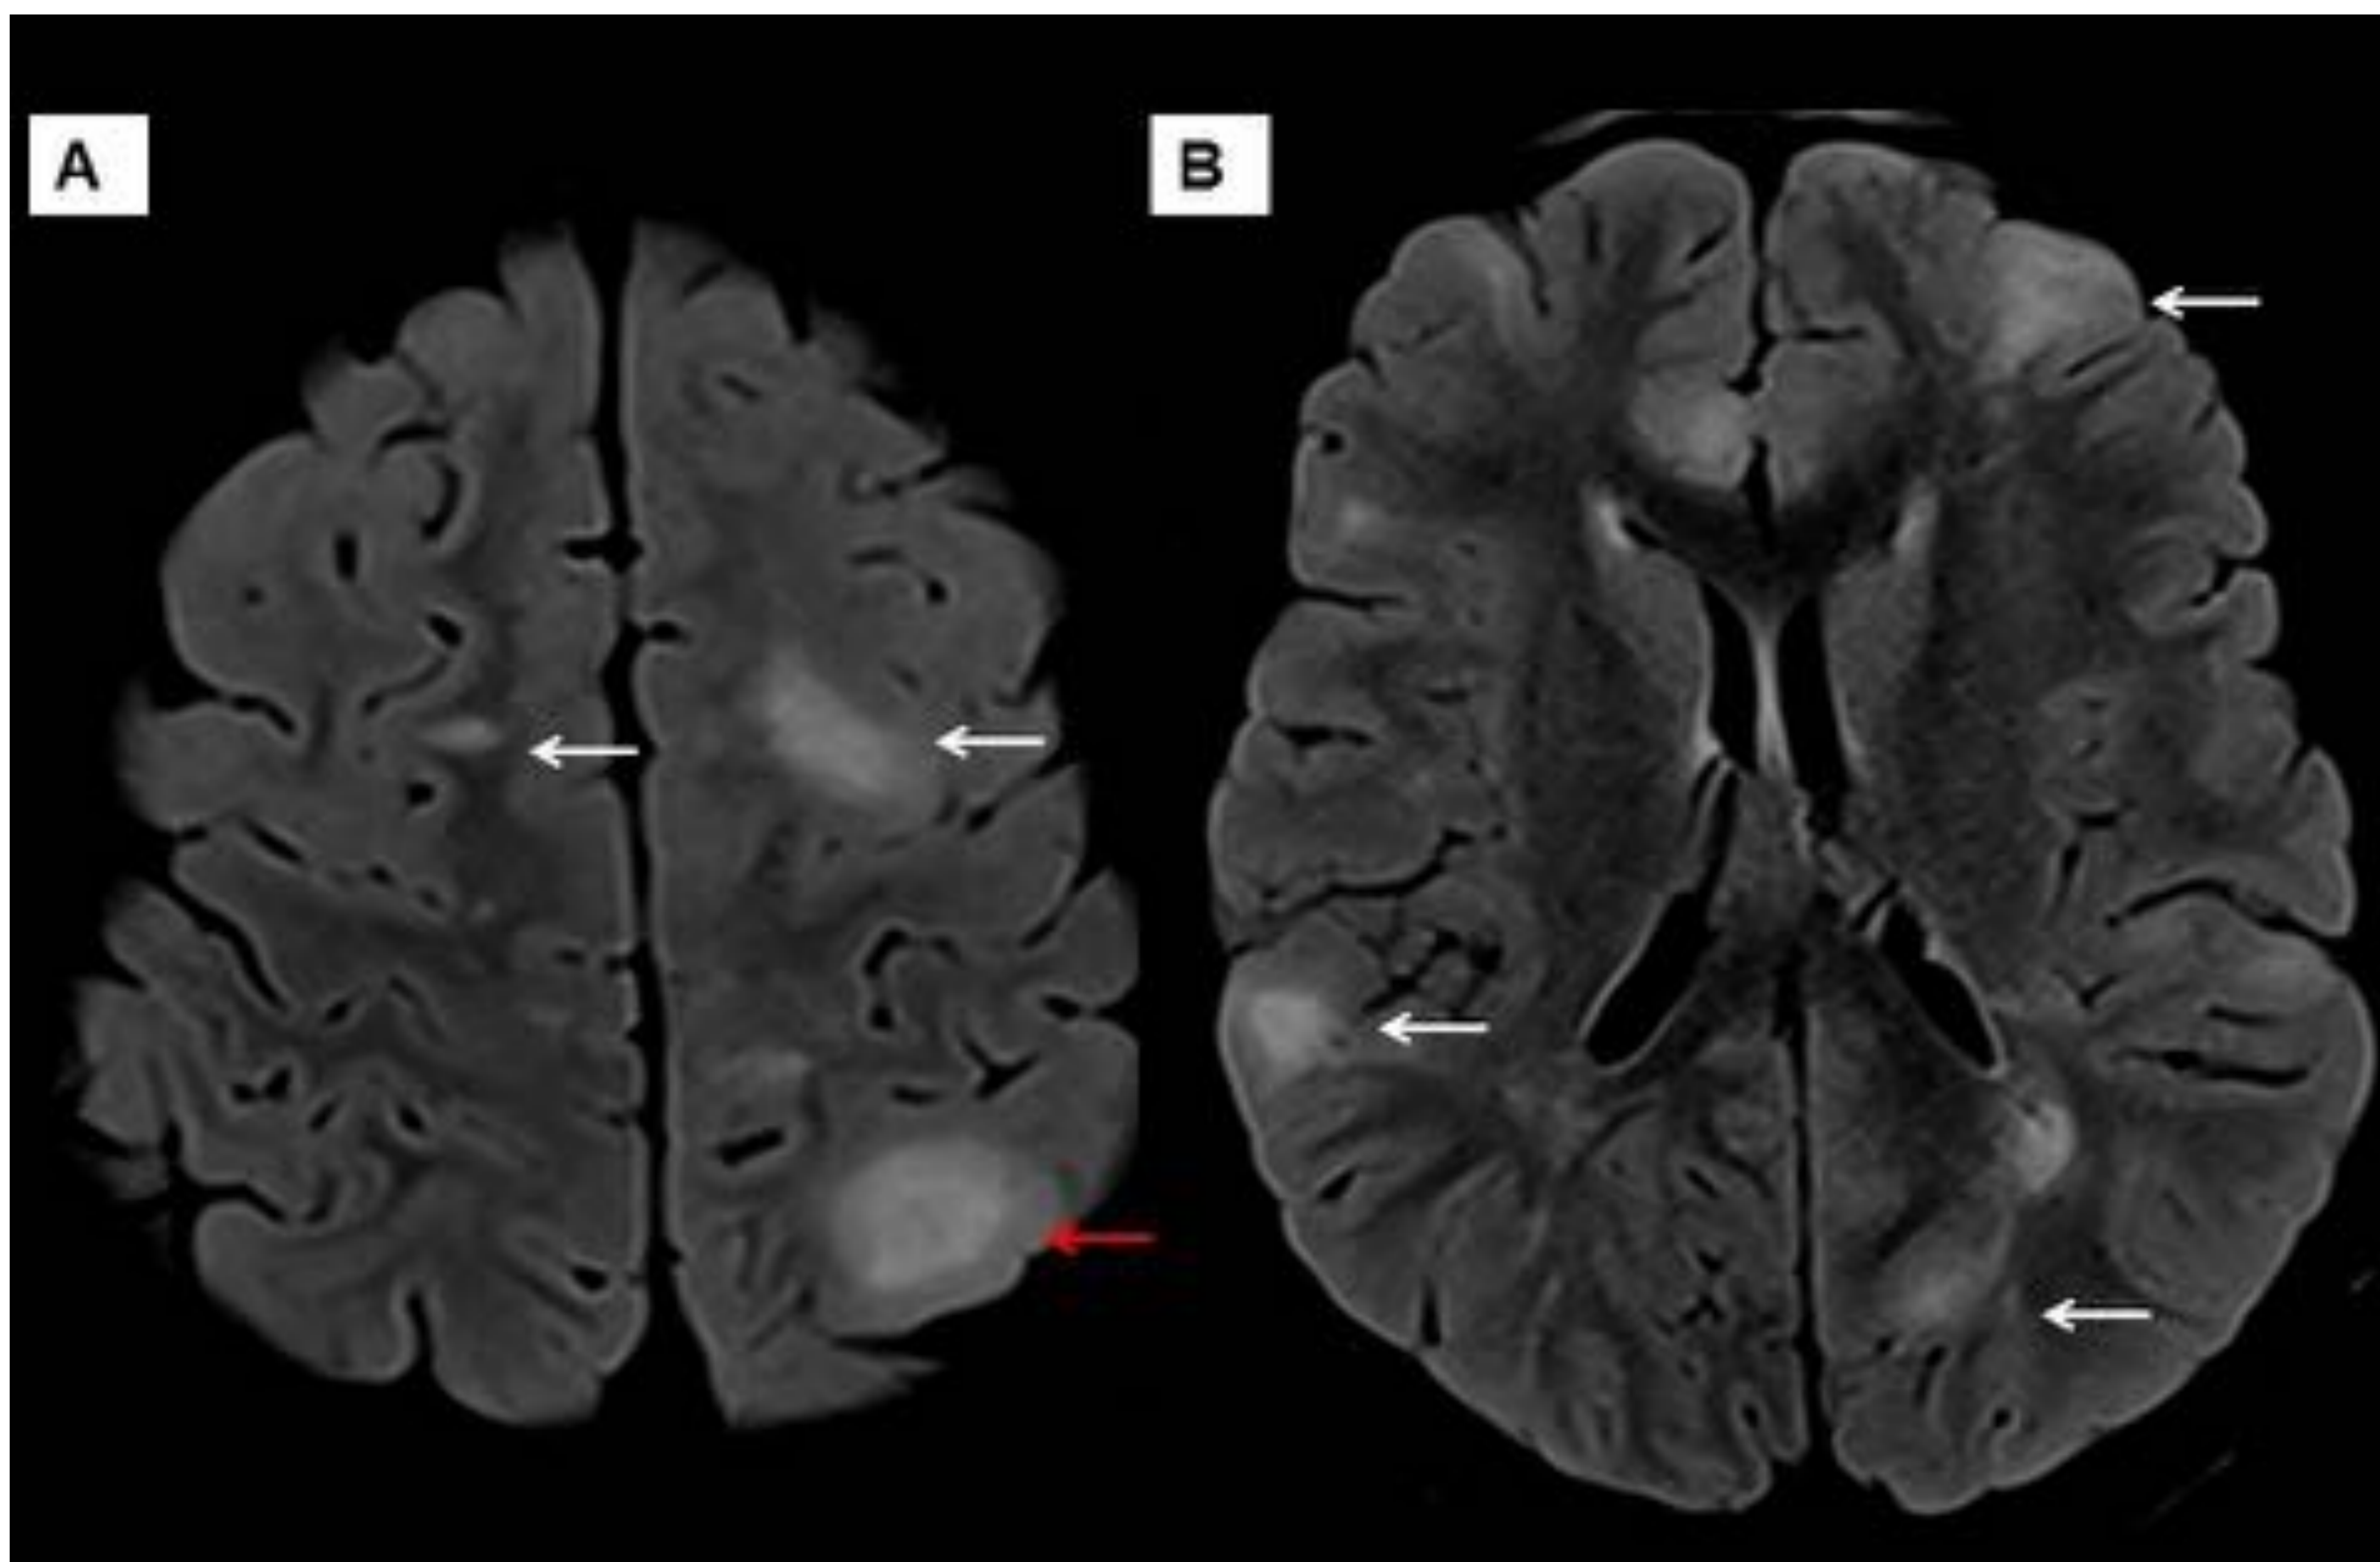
Anterior paciente. RM cerebral secuencias axial FLAIR con que muestran tubers corticales y subcorticales (fechas blancas). Nótese el efecto expansivo de alguno de ellos (flecha roja).
